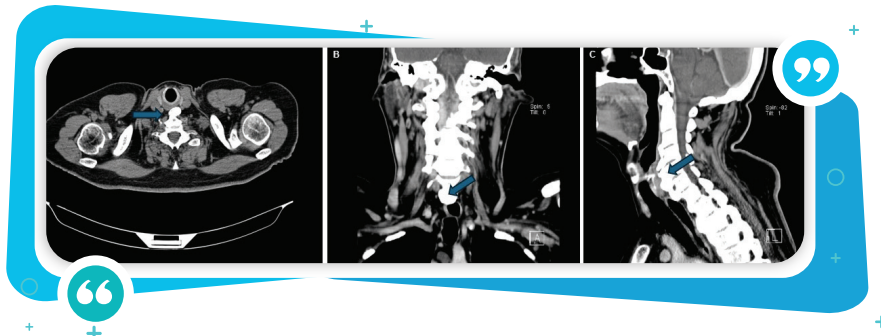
Cortes seleccionados de tomografía computarizada de cuello con contraste en ejes axial (A), coronal (B) y sagital (C), donde se demuestra (flechas azules) prominentes osificaciones del ligamento longitudinal anterior a nivel C3-C4, de mayor prominencia desde C4-C5 a C6-C7, en T1-T2 y T2-T3 que determinan significativo desplazamiento del espacio prevertebral y de estructuras de partes blandas adyacentes, que incluye a laringe y porción superior del esófago el que se visualiza significativamente disminuido de amplitud en esta localización.
